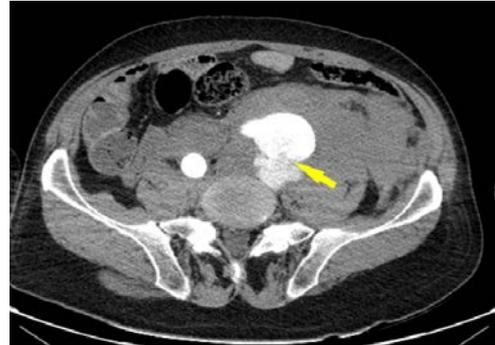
КТ-ангиография брюшной аорты и левой подвздошной артерии. Стрелкой указано место разрыва аневризмы левой общей подвздошной артерии
